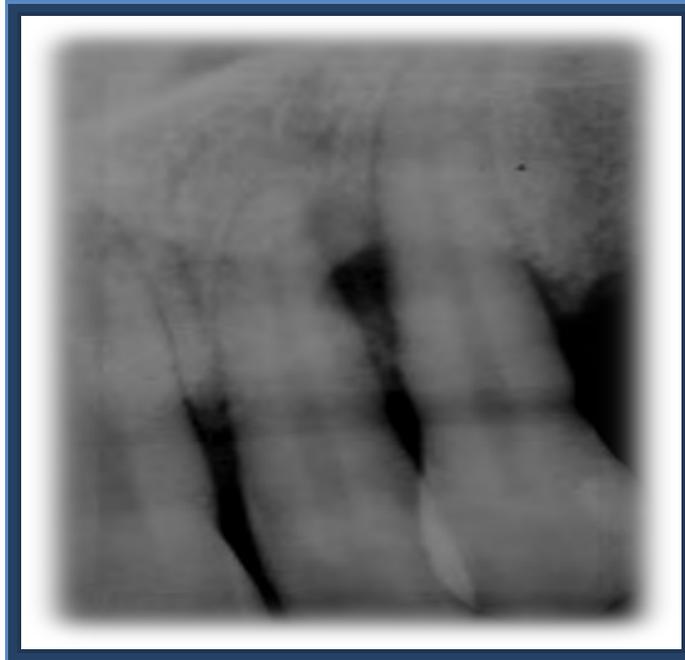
Radiografía prequirúrgica con bolsa periodontal de 11mm ,con pérdida ósea tratada con injerto óseo con técnica mínimamente invasiva.⁹
